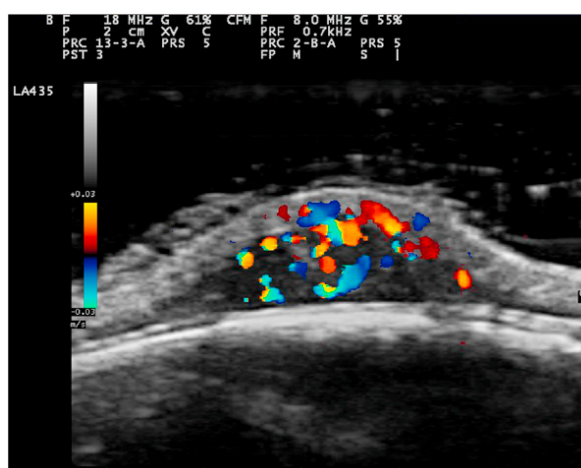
⁶⁶: Ecografia ad alta frequenza (18 MHz) di un EI profondo sul cuoio capelluto di un bambino di 1 mese. La modalità Doppler mostra un tumore prevalentemente ipoecogeno, che coinvolge derma profondo e tessuto sottocutaneo. Si osserva un'alta densità di vasi sanguigni con flusso veloce e lento.
